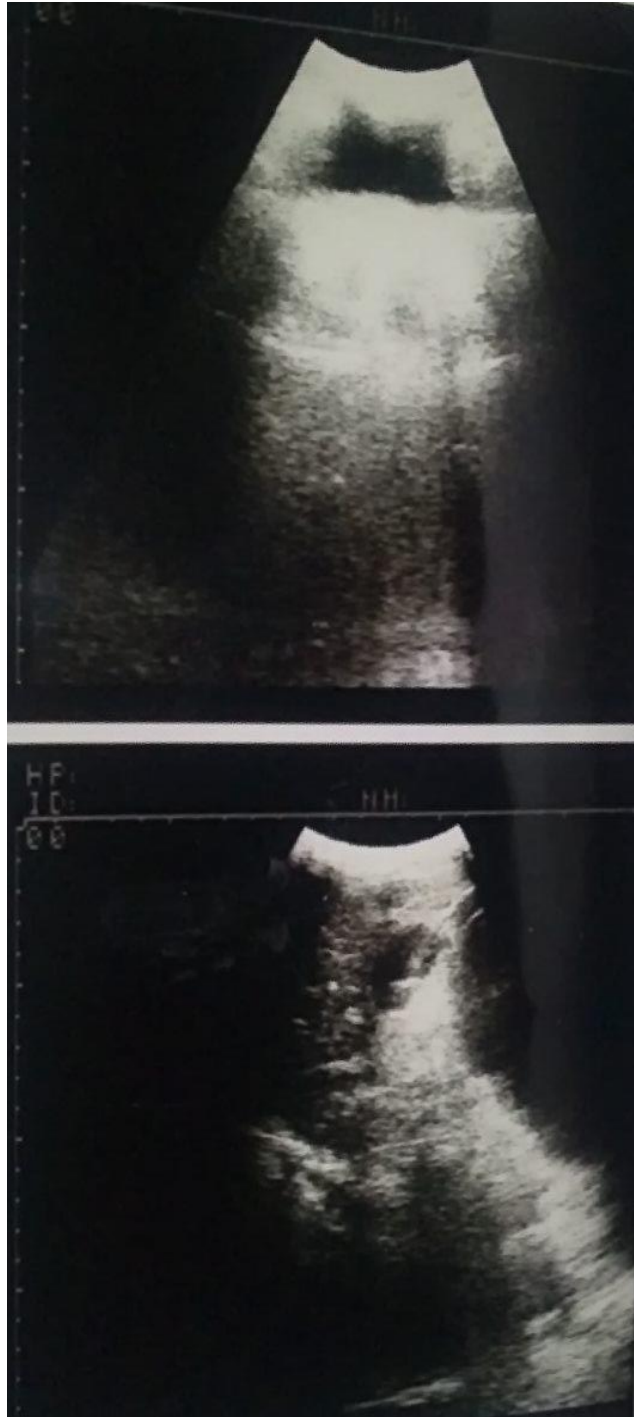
Imágenes de la ecografía donde se observa hipoecogenicidad tabicada en hipocondrio y flanco derechos que desplazan estructuras vecinas, abundantes gases en intestino, asas intestinales apelotonadas y edema; pancreas, hígado, vesícula y riñones normales; vías biliares no dilatadas.
